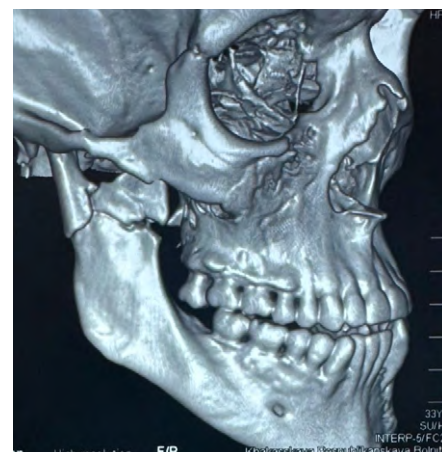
Мультиспиральная КТ с 3D-моделированием: визуализируются неправильно консолидированные фрагменты нижней челюсти в области суставного и венечного отростка справа, подбородочного отдела слева
